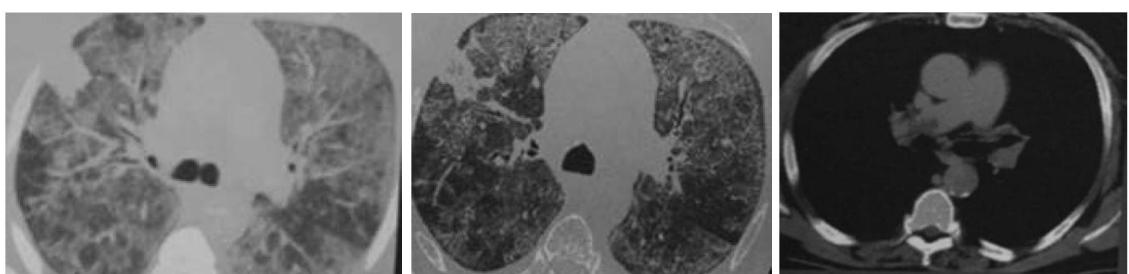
[6]. Пациентка С., 43 лет, с достоверным диагнозом СКВ, вторичным антифосфолипидным синдромом. Жалобы на резко возникшие боли в правой половине грудной клетки, одышку в покое. МСКТ. Тромбоэмболия правой ветви легочной артерии.
